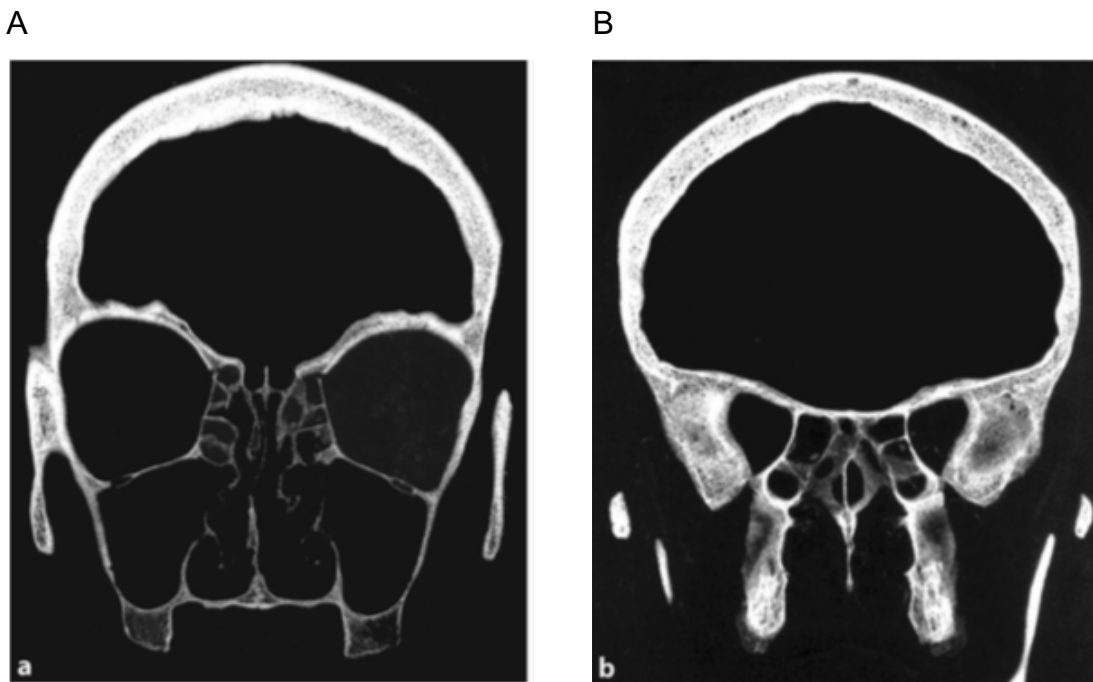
Axiale CT-Schichtbildgebung zur exemplarischen Darstellung des Querschnitts der Orbita. A: anteriores Orbitadrittel; B: dorsales Orbitadrittel (4)
